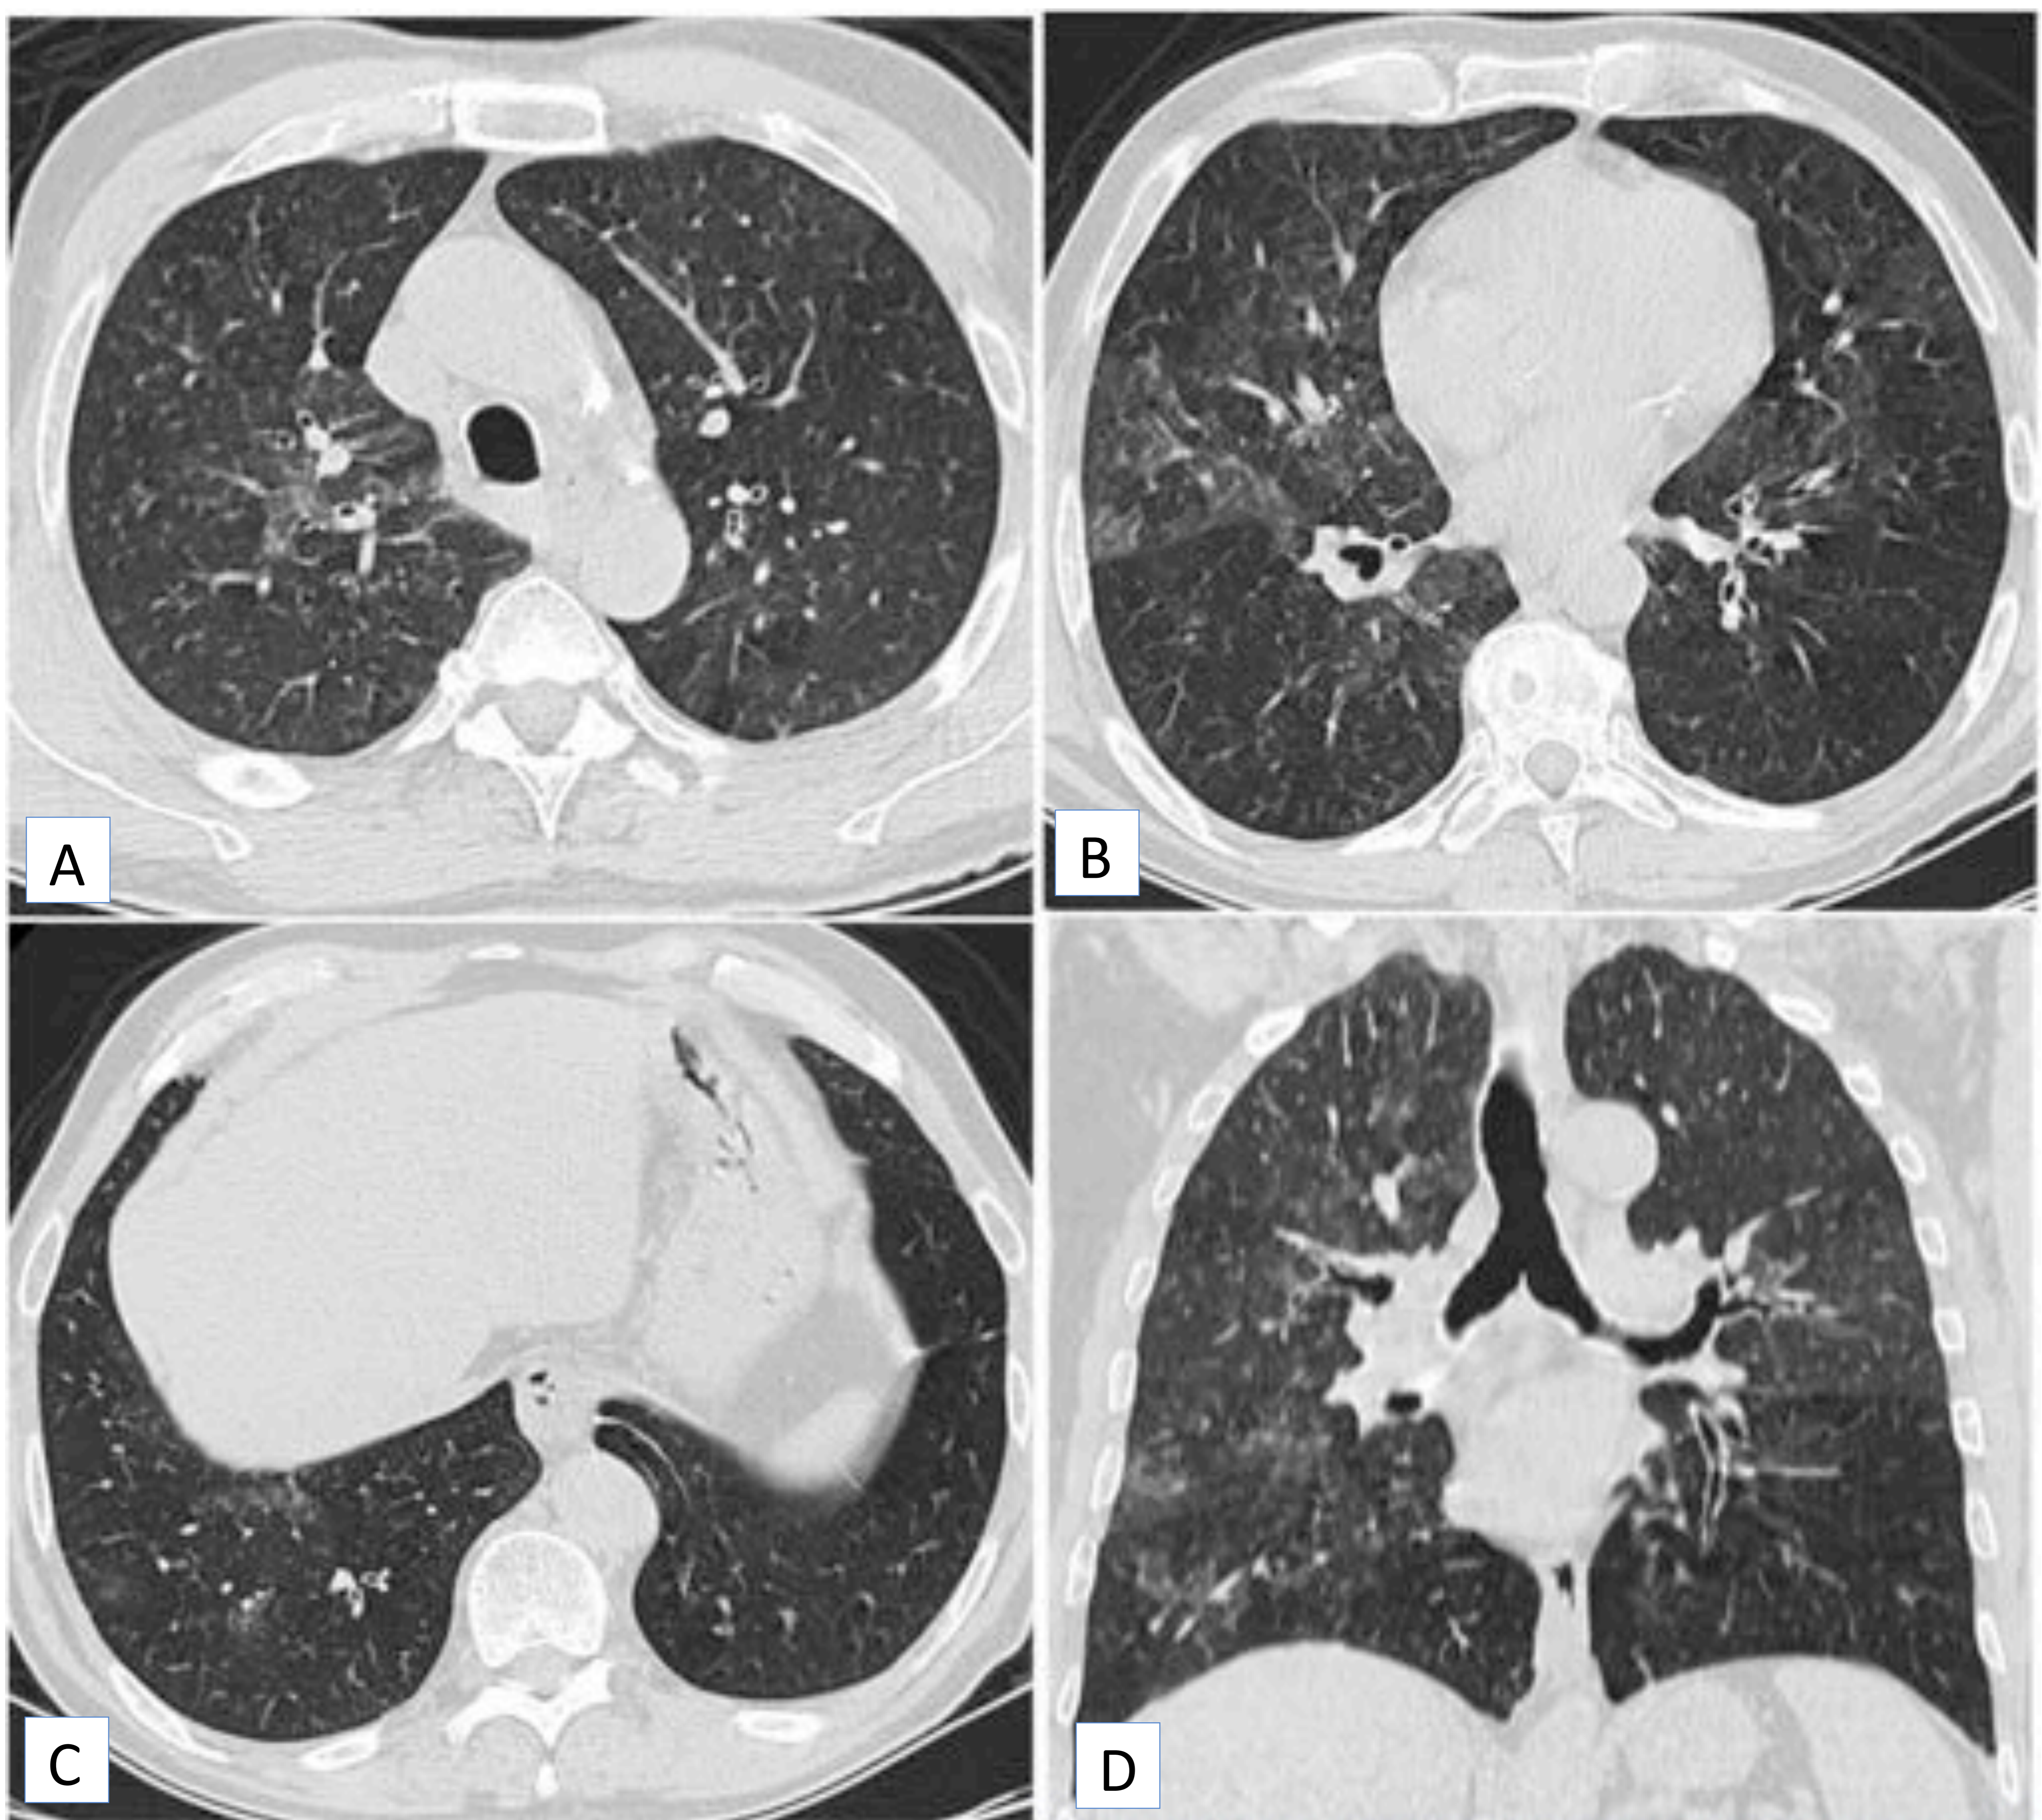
Otro diagnóstico alternativo. Neumonitis por hipersensibilidad. Imágenes de TC de tórax en plano axial (A-C) y coronal. Se observan múltiples nódulos centrolobulillares subsólidos, de predominio en los lóbulos superiores, áreas dispersas de aumento de densidad en vidrio deslustrado y otras áreas hipodensas que podrían corresponder con zonas de atrapamiento aéreo. Servicio de Radiodiagnóstico. HU Virgen de las Nieves (Granada).
